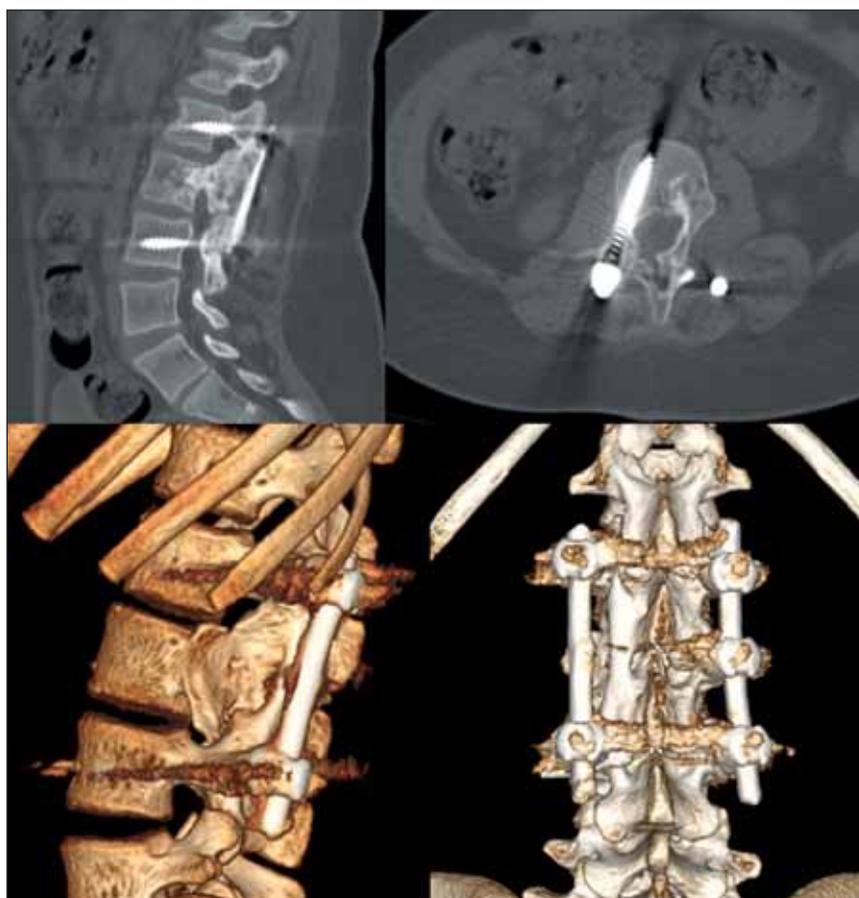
КТ зоны операции через 1,5 лет с момента хирургического вмешательства
